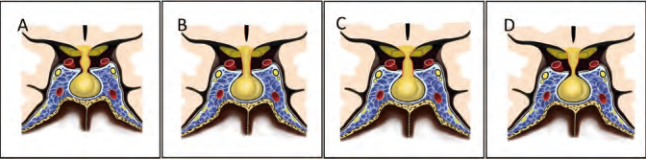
垂体柄增粗在 MRI 冠状位形状, A~D 分别为圆形、管形、锥形及 V 形
